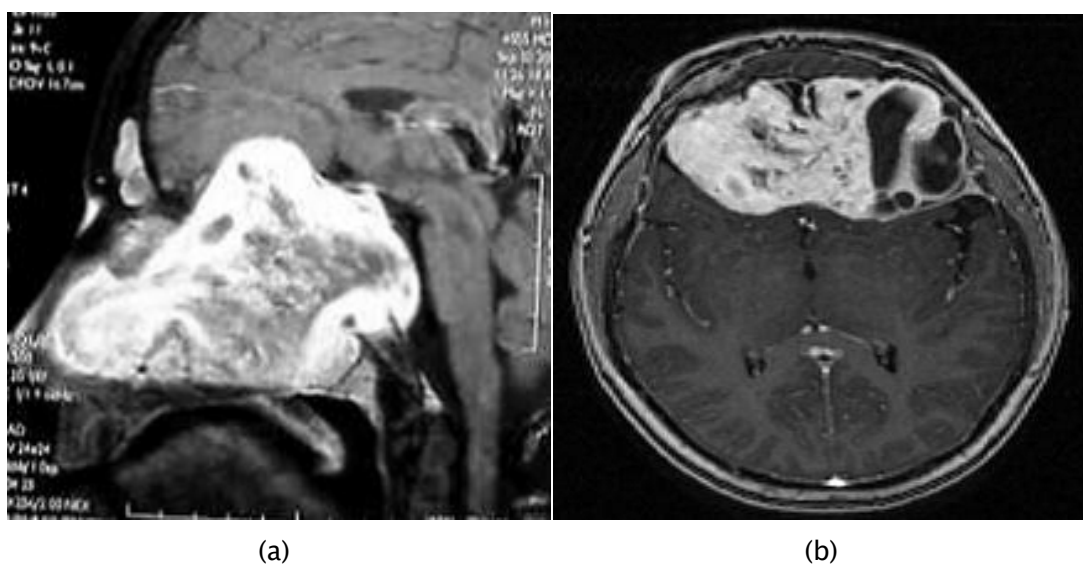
IRM en coupe sagittale et axiale : Forme à extension intracrânienne [229]
